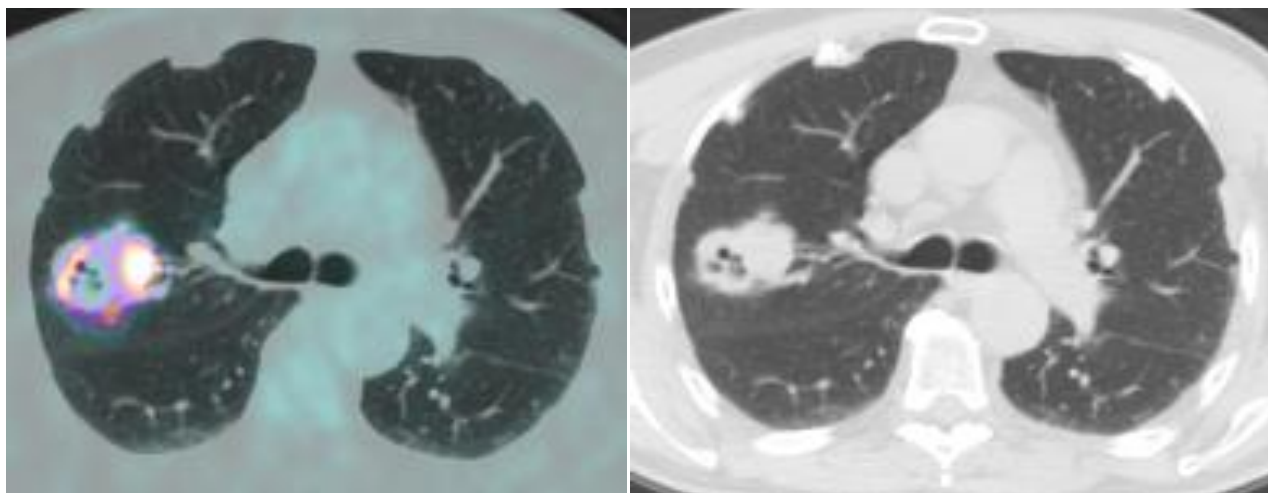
Raffigurazione di una caso esemplificativo di NSCLC visto alle immagini fuse PET/TC (a sinistra) e TC con finestra per il polmone (destra); notate l'eterogenea captazione del tracciante in corrispondenza della lesione, compatibilmente con un atteggiamento metabolico diverso in funzione di una diversa struttura intratumorale.
